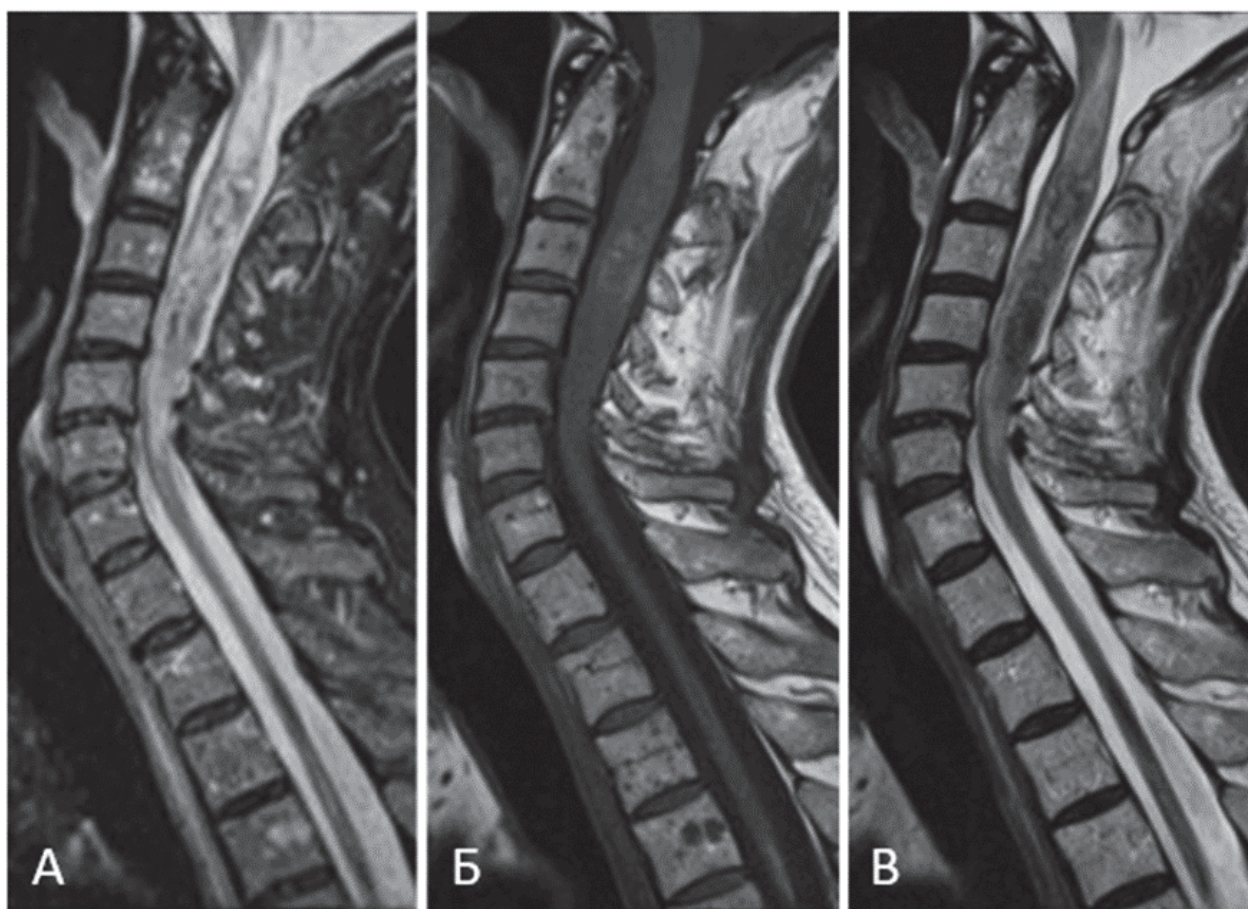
Пациент Т-ов Ю. П., МРТ шейного отдела позвоночника в режимах T1, T2 и T2-ВИ: А–В – картина массивного кровоизлияния на уровне С0–С5 позвонков в сагиттальных проекциях
